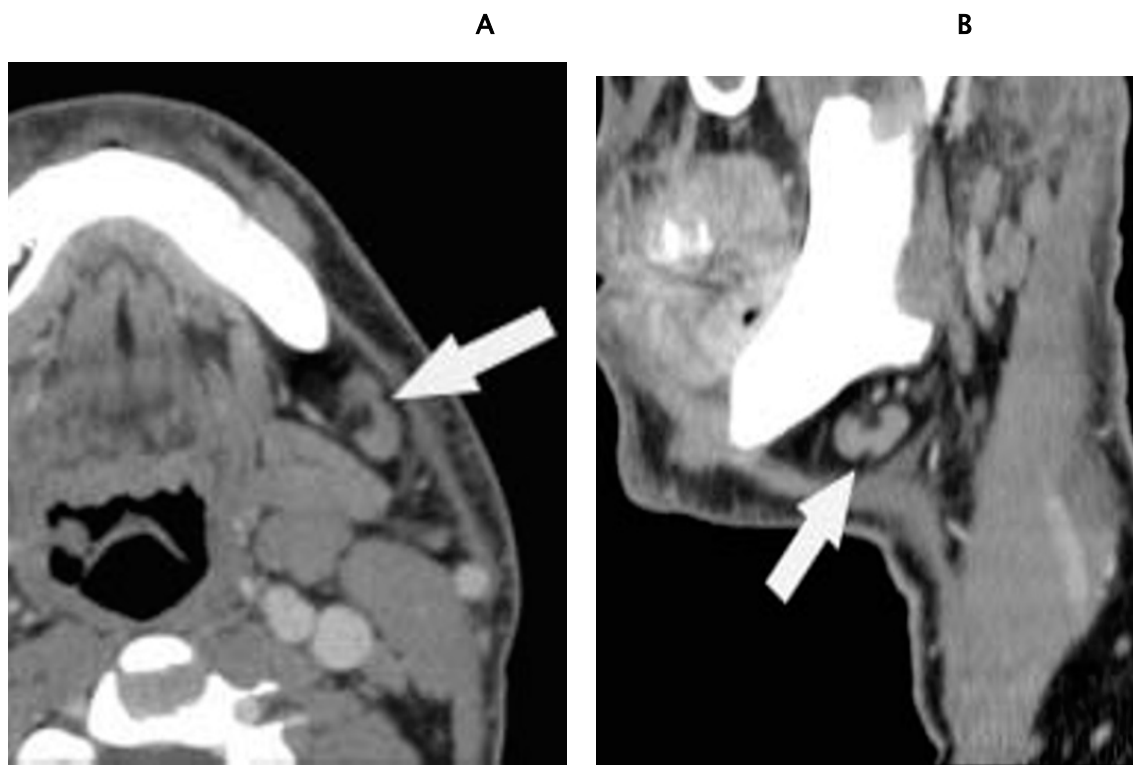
TDM après injection de produit de contraste : aspect normal (flèches)[195]
